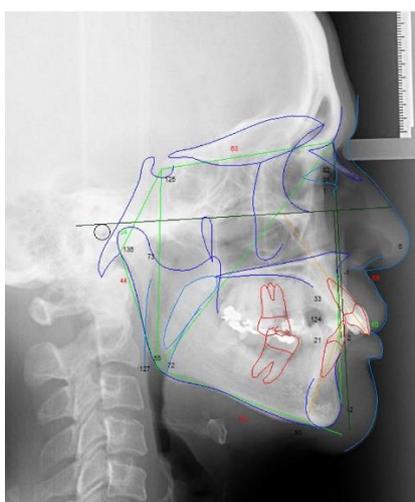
Telerradiografia
